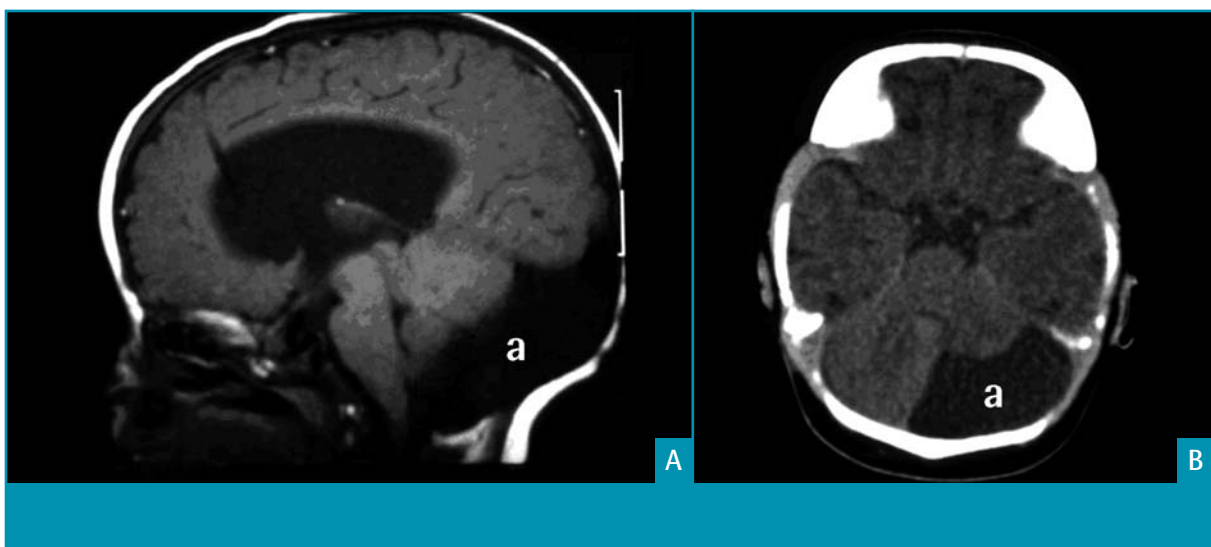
Sagittaal T2-gewogen (A) en horizontaal T1-gewogen (B) MRI-beeld van een patiënt met megacisterna magna. Duidelijk zichtbaar is de retrocerebellaire vochtcollectie die communiceert met de vierde ventrikel en de subarachnoïdale ruimte (a). De overige structuren zijn normaal aanwezig. Er is uitholling van het occipitale schedelbot, waardoor de achterste schedelgroeve vergroot voorkomt.
